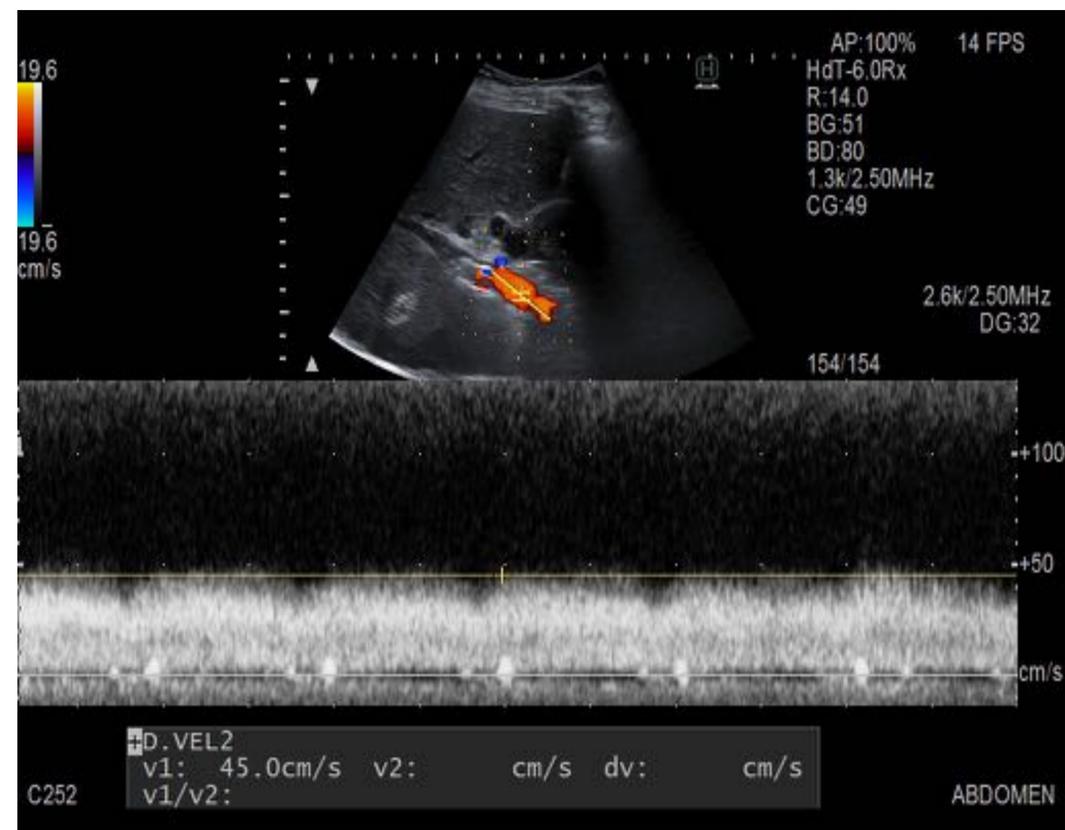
Registro Doppler de vena porta principal.
